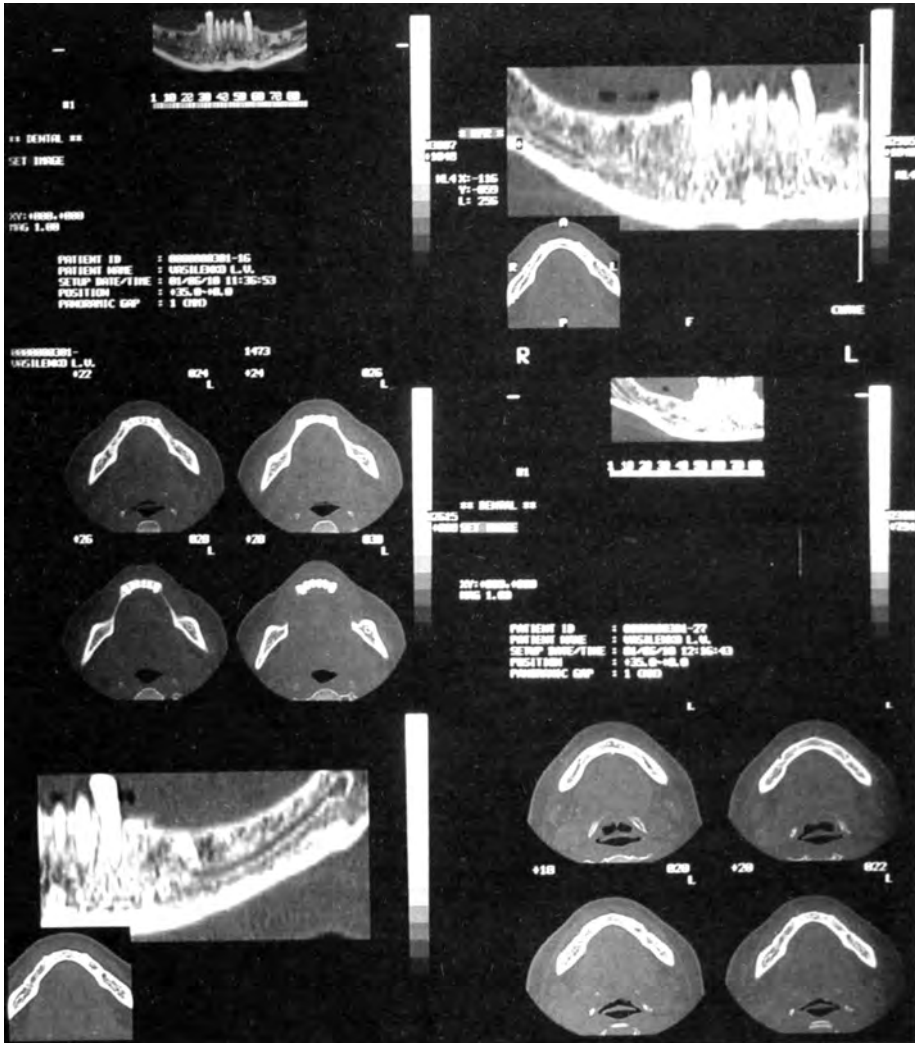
Анатомо-топографічні параметри нижньої щелепи і топографія нижньощелепних каналів, отримані після реконструкції горизонтальних зрізів під час комп'ютерної томографії
